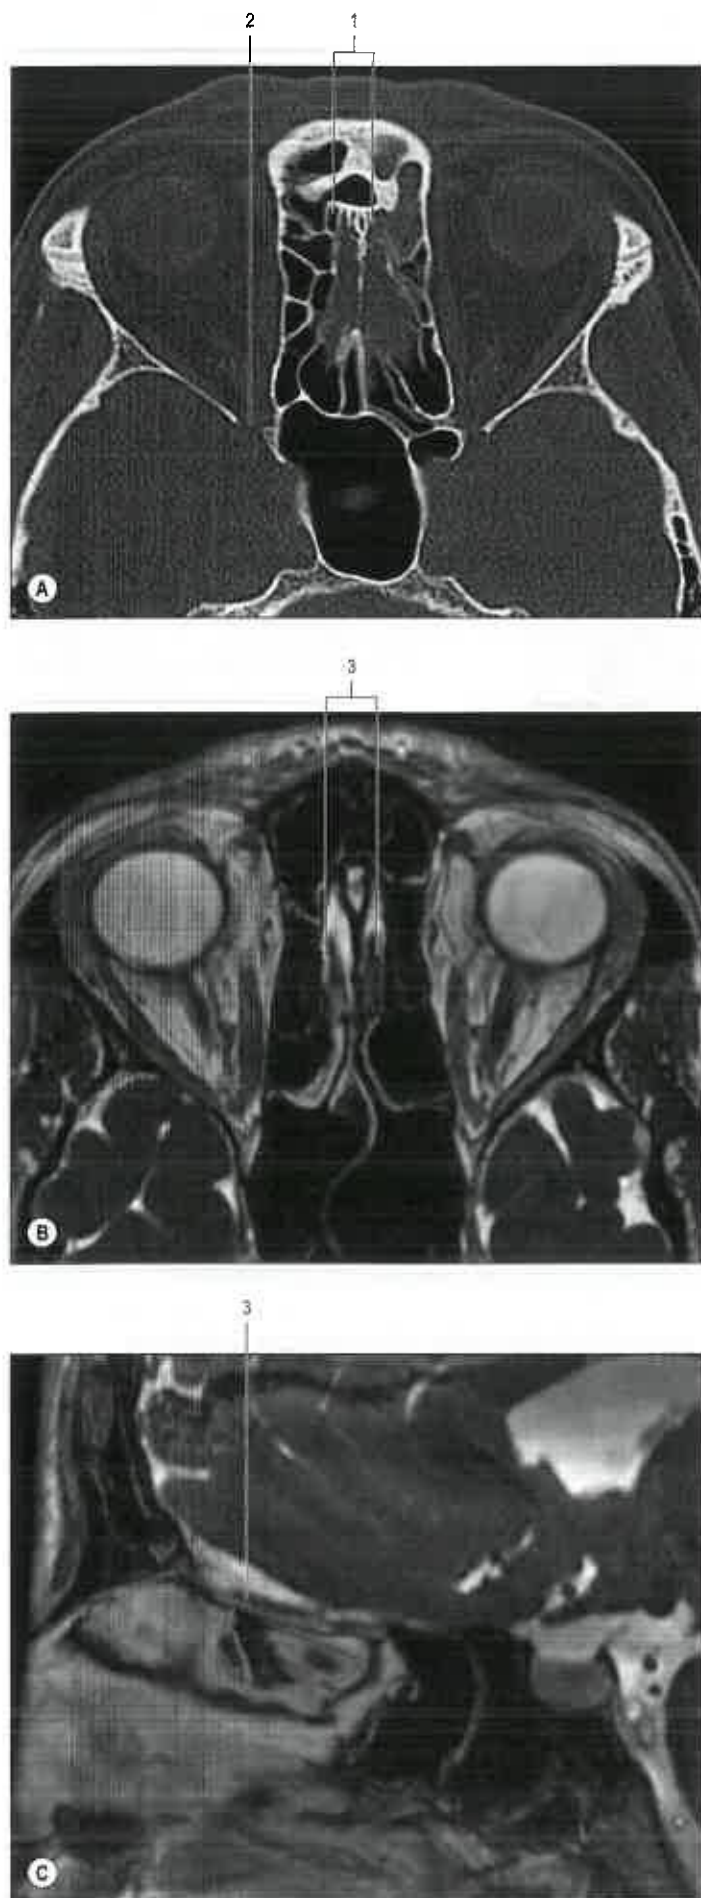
Scansioni assiale (A,B) e sagittale (C) condotte lungo il solco olfattivo. A. Tomografia computerizzata (TC). B,C. Risonanza magnetica fast imaging employing steady-state acquisition (FIESTA). Legenda: 1, lamina cribrosa dell'etmoide; 2, fessura orbitaria inferiore; 3, bulbo olfattivo. (Per gentile concessione di Linn J Cranial nerves. In: Naidich TP, Castillo M, Cha S, Smirniotopoulos JG [eds] *Imaging of the Brain*. 2013, Elsevier, Saunders.)
